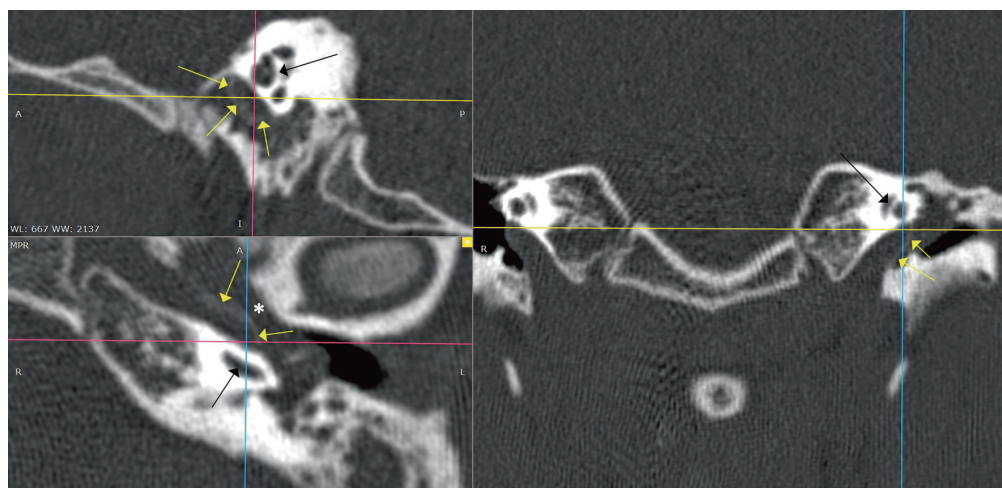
Мультипланарная реконструкция компьютерной томографии височных костей пациентки перед операцией. Черная стрелка — улитка, желтые стрелки — граница канала внутренней сонной артерии, * — тимпанальное устье слуховой трубы
